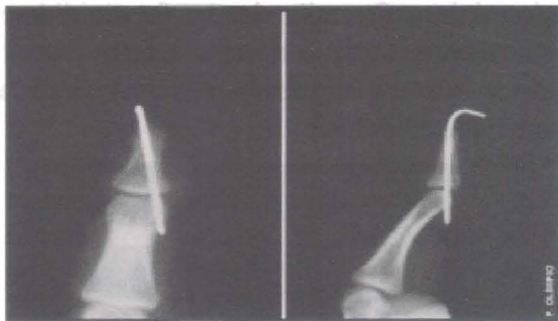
Radiografia simples demonstrando a fixação da articulação interfalângiana proximal com fio.
